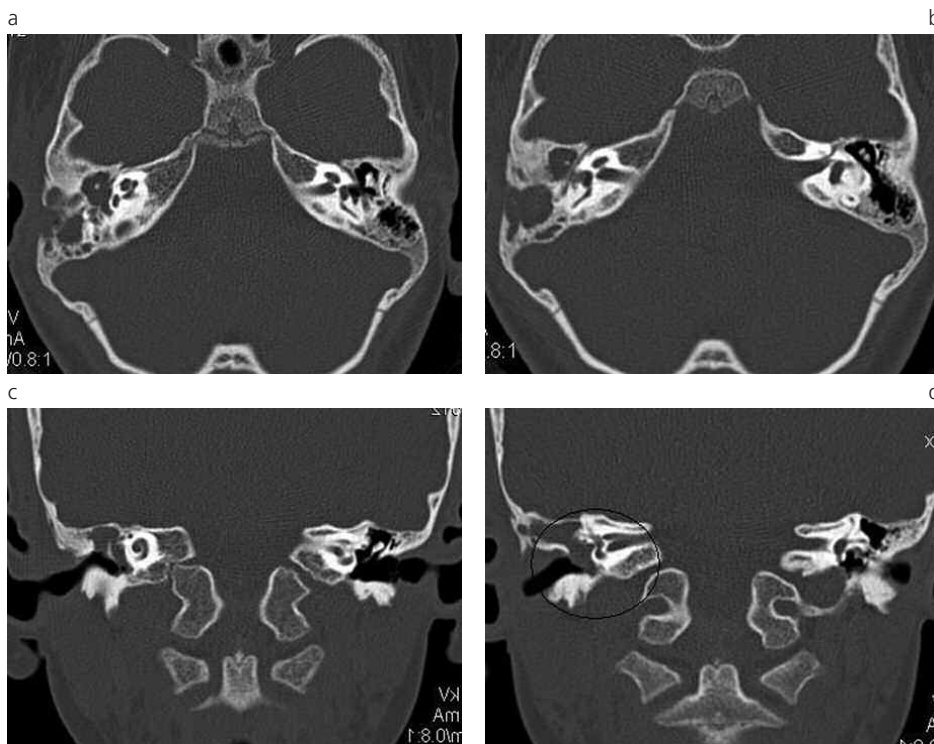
(a) (b) TC corte axial de colesteatoma adquirido en una paciente de sexo femenino de 6 años de edad. Se visualiza masa de partes blandas con erosión ósea del muro del ático, antro mastoideo, cortical externa y de los huesecillos del oído medio (yunque y martillo). (c) (d) TC corte coronal. Se observa la masa de partes blandas con erosión de espón del muro del ático, del martillo y del estribo, el cual no se visualiza a nivel de la ventana redonda (círculo).
